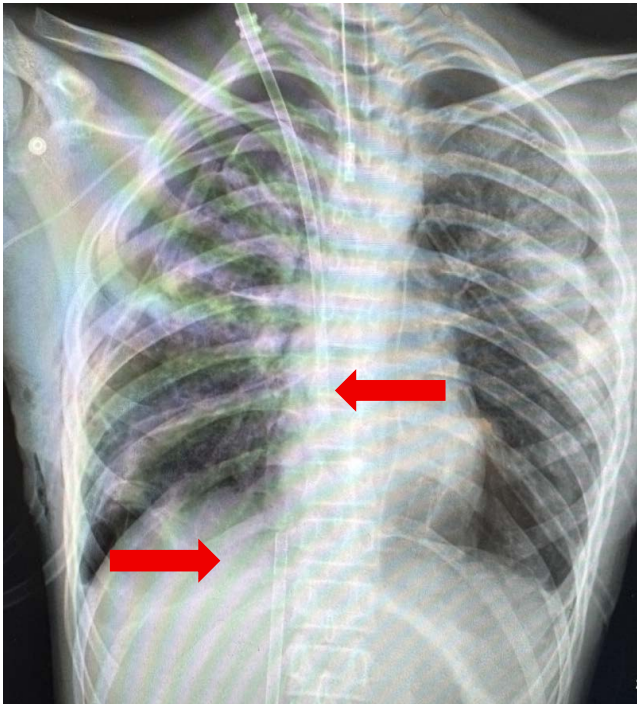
Обзорная рентгенограмма грудной клетки после канюляции: стрелками обозначено положение дистальных концов канюль: верхняя стрелка указывает на расположение дистального конца возвратной канюли при входе в правое предсердие; нижняя стрелка – на расположение дистального конца дренажной канюли в нижней полой вене на уровне диафрагмы
